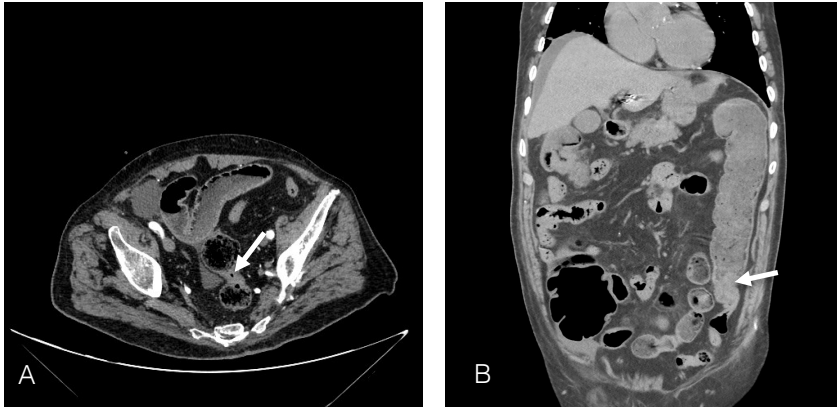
Cortes axial (A) y sagital (B) de TC abdomino-pélvico con contraste intravenoso objetivando un adenocarcinoma de sigma obstructivo (flechas).
